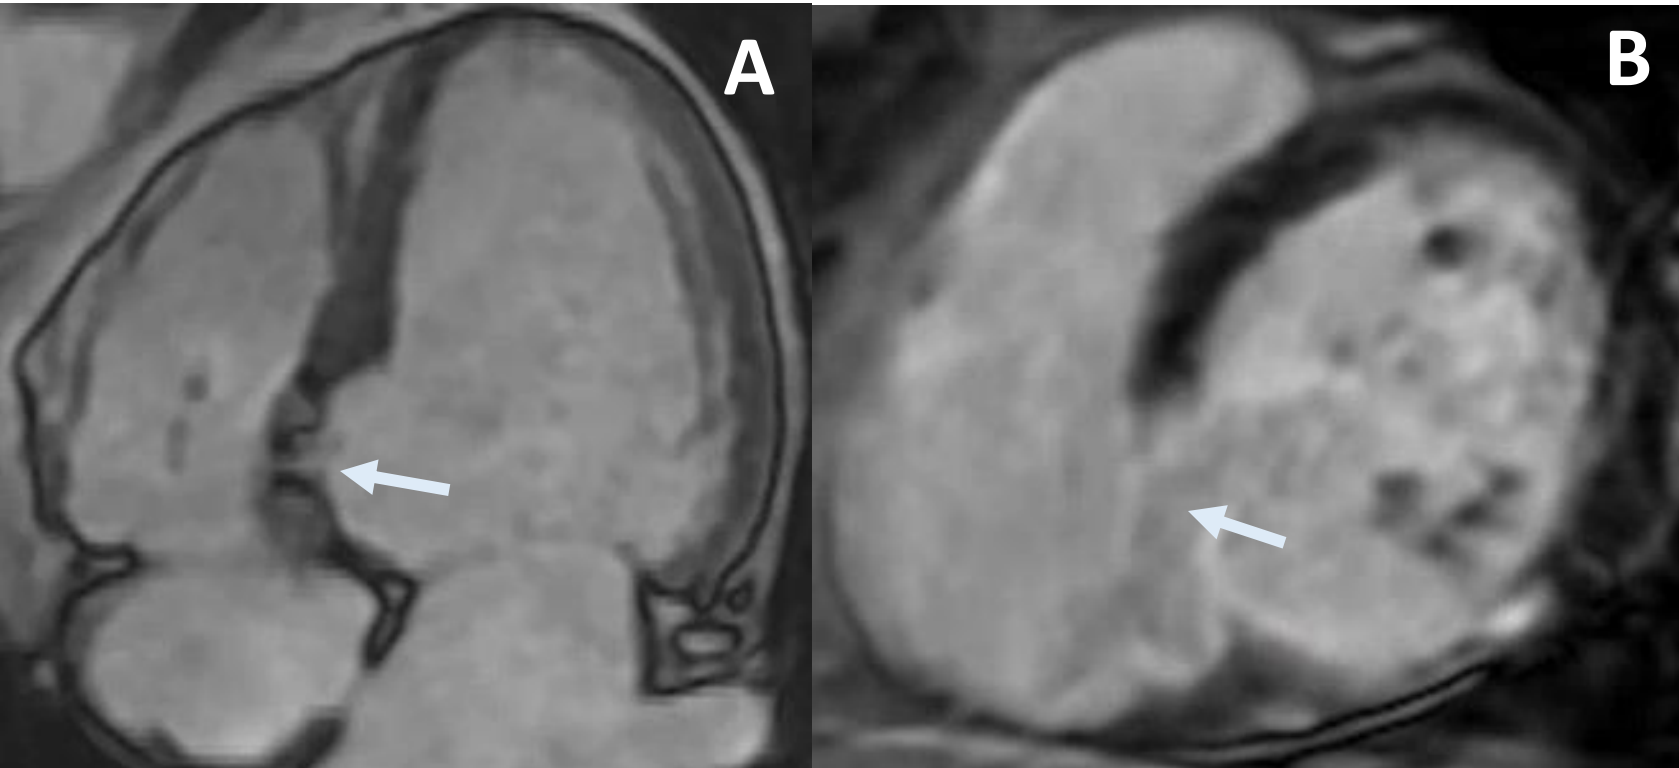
Mujer de 60 años con infarto de miocardio. RM cardíaca anatómica en cuatro cámaras (A) y en realce tardío (B) muestra un defecto a nivel del septo basal, correspondiente a una rotura del tabique interventricular como complicación postinfarto.
